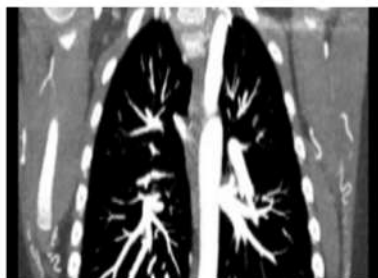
Angiotomografía de aorta, corte coronal. Posterior al origen de la subclavia izquierda se observa coartación la cual mide 2.5mm, la aorta torácica desciende por el lado izquierdo y presenta una dilatación postestenótica la cual mide 18mm.
